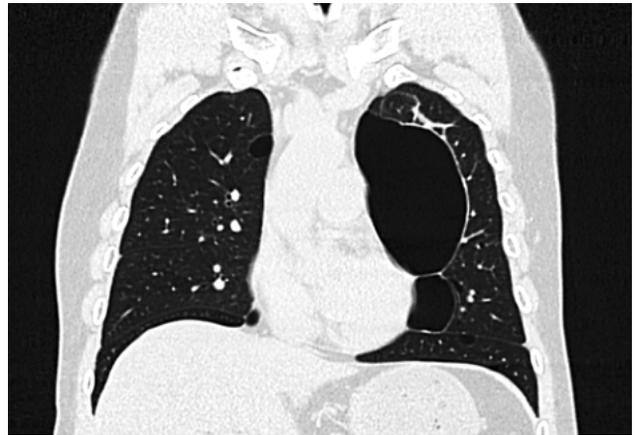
Caso hijo número 4. Tomografía computada de tórax de alta resolución. Reconstrucción coronal en ventana de pulmón. Manifestaciones pulmonares.
